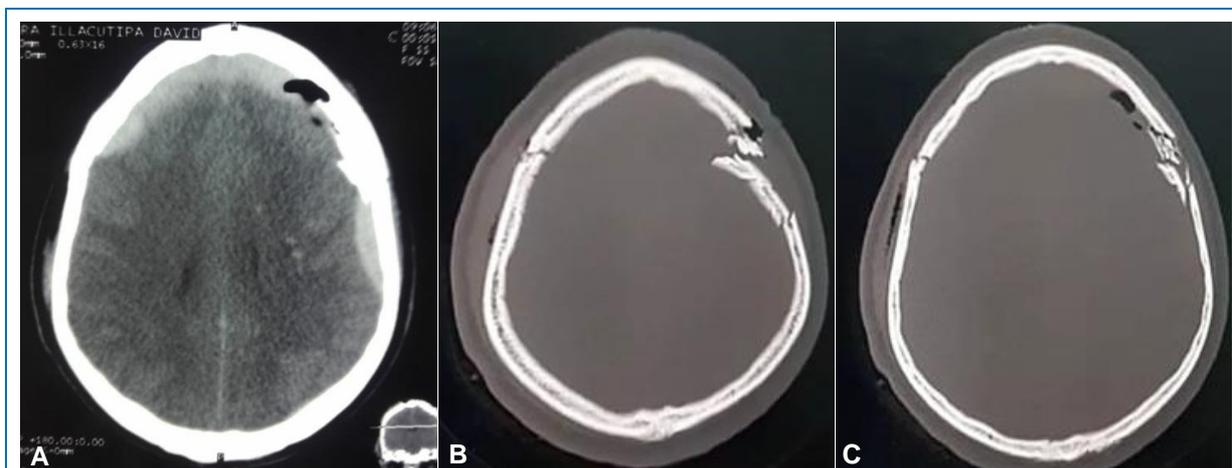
(A) TAC cerebral sin contraste (ventana parenquimal) que muestra un hematoma epidural bifrontal, extendiéndose hasta la región temporoparietal del lado derecho. (B, C) TAC cerebral (ventana ósea), en la que se aprecia una fractura deprimida multifragmentaria en la región frontoparietal izquierda, con uno de los fragmentos incrustado en el parénquima cerebral que ocasionaba una contusión y edema cerebral.
